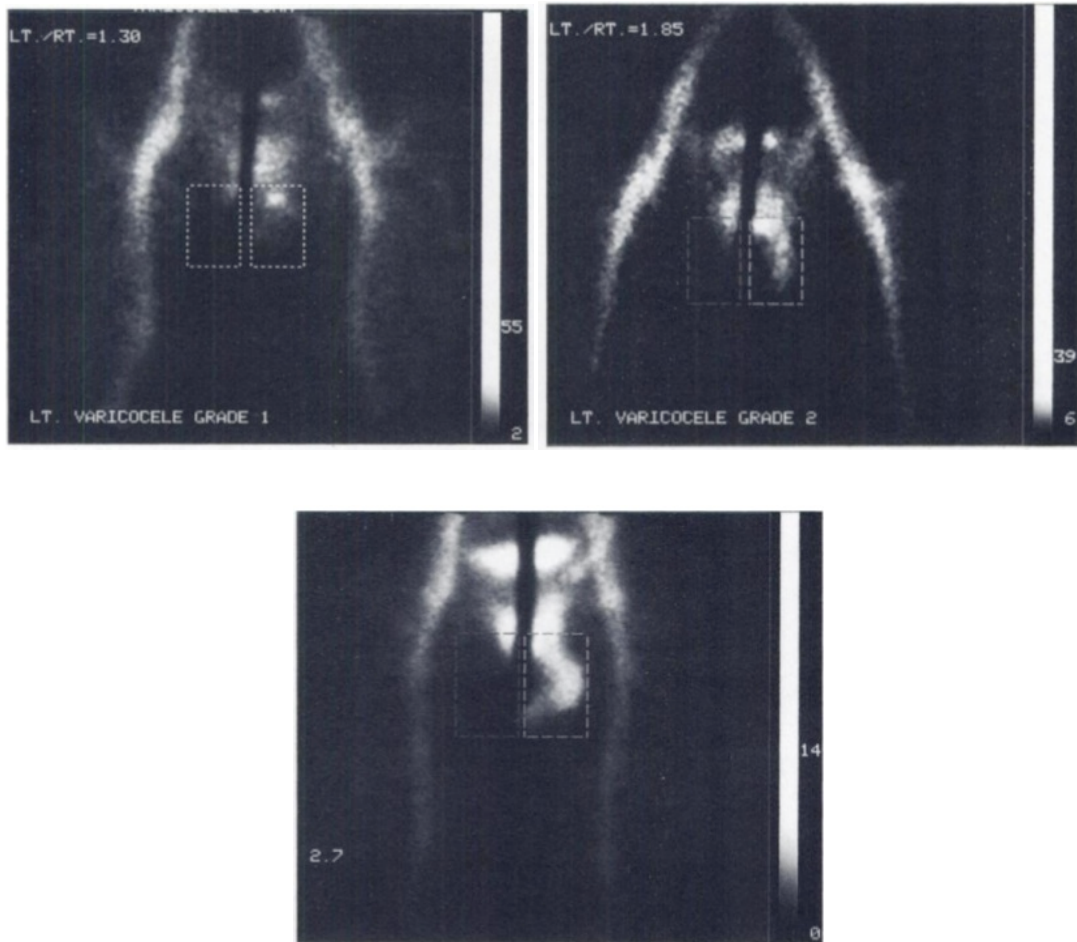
aspect scintigraphique des différents grades de varicocèles
